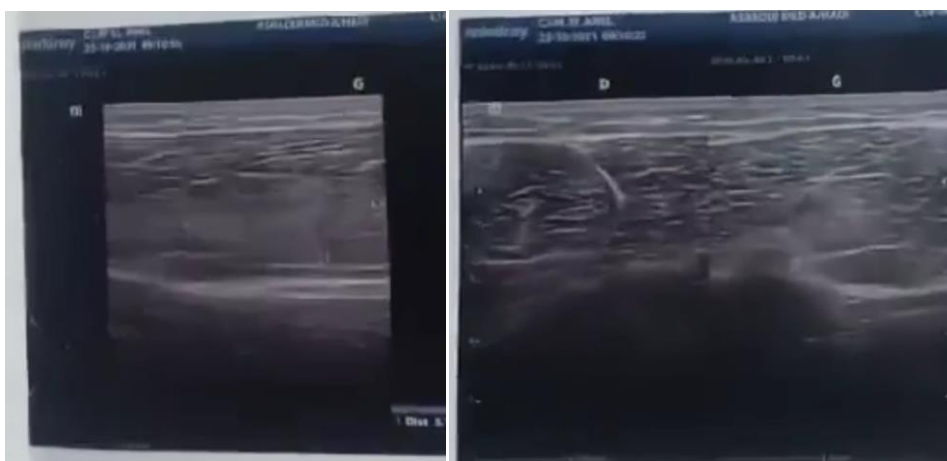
coupes échographique en faveur d'une élongation du muscle semi tendineux
